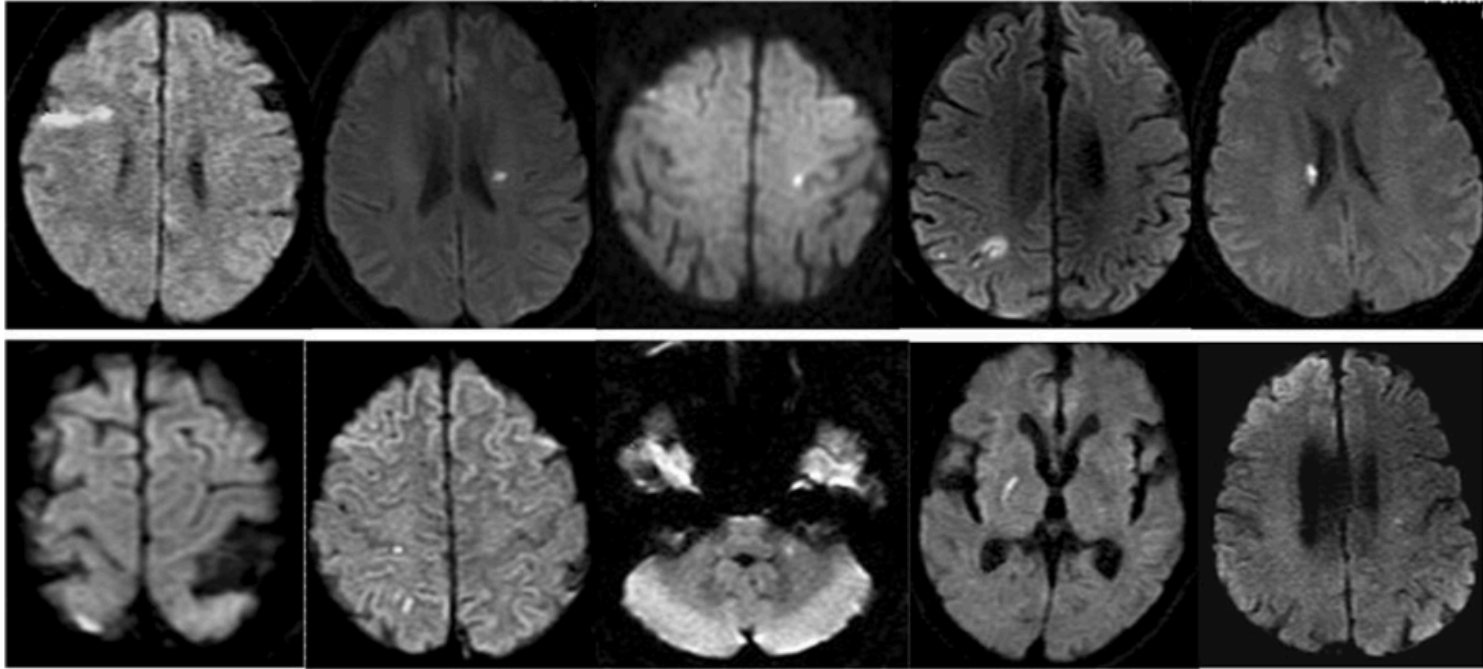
Lesions identified with the second DWI examination. Single DWI lesions were detected in all positive patients. The locations of the DWI lesions varied, and all lesions were small with a mean affected area of 4.6 mm^3 ($0.6\text{--}14.3 \text{ mm}^3$)
